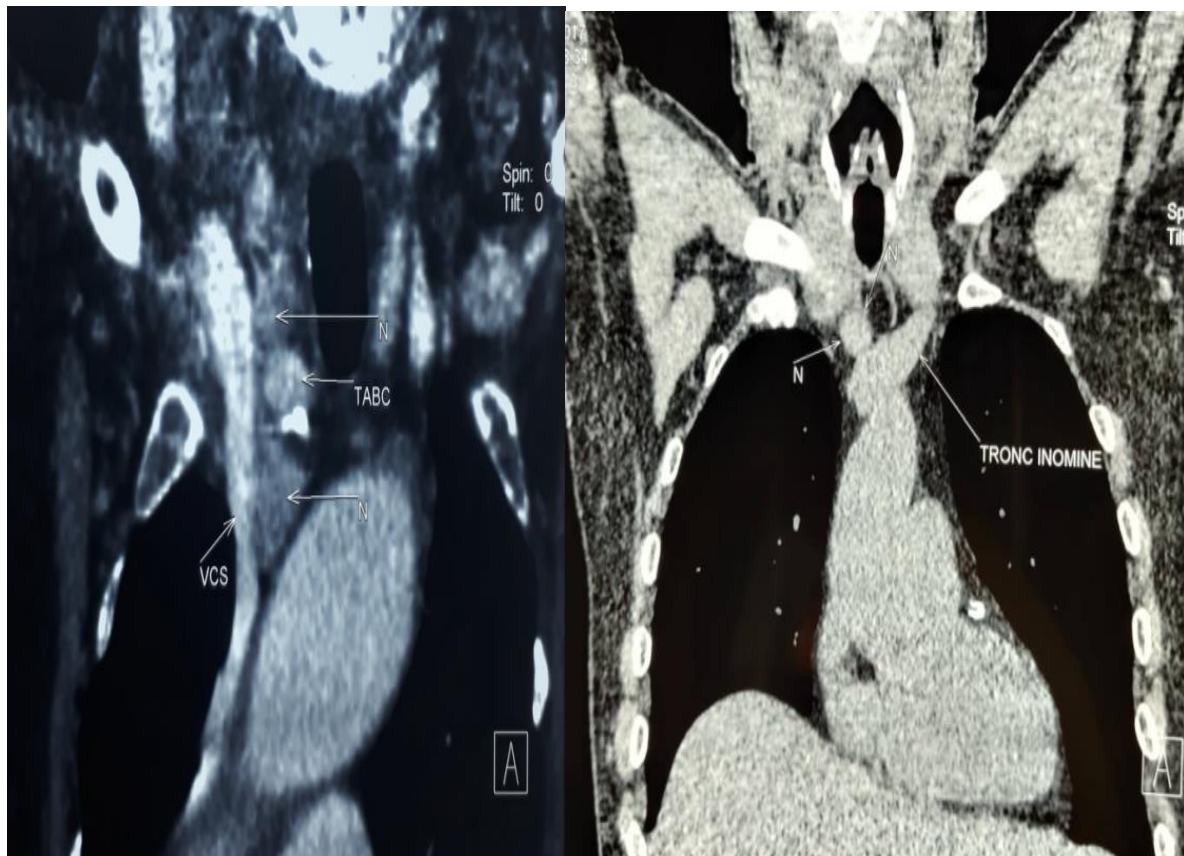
TDM d'une ectopie parathyroïdienne médiastinale sur des coupes C- et C+.
